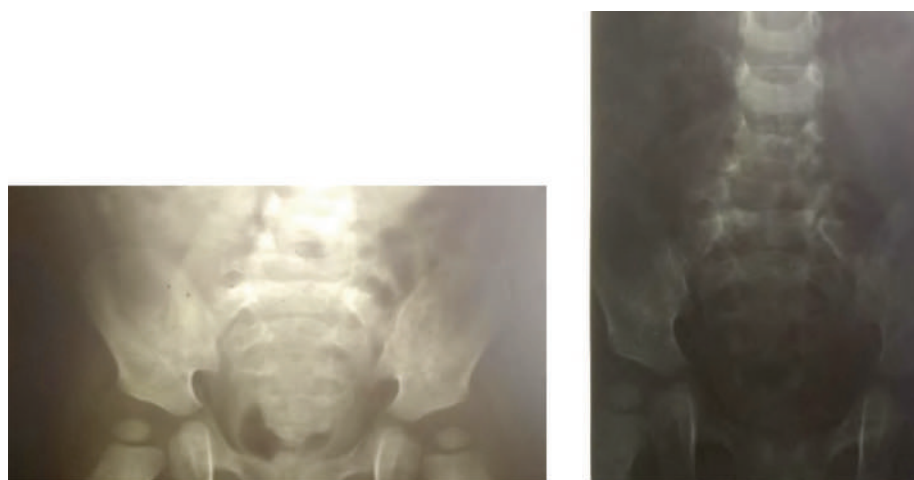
Рентген позвоночника на начало лечения (выше).
